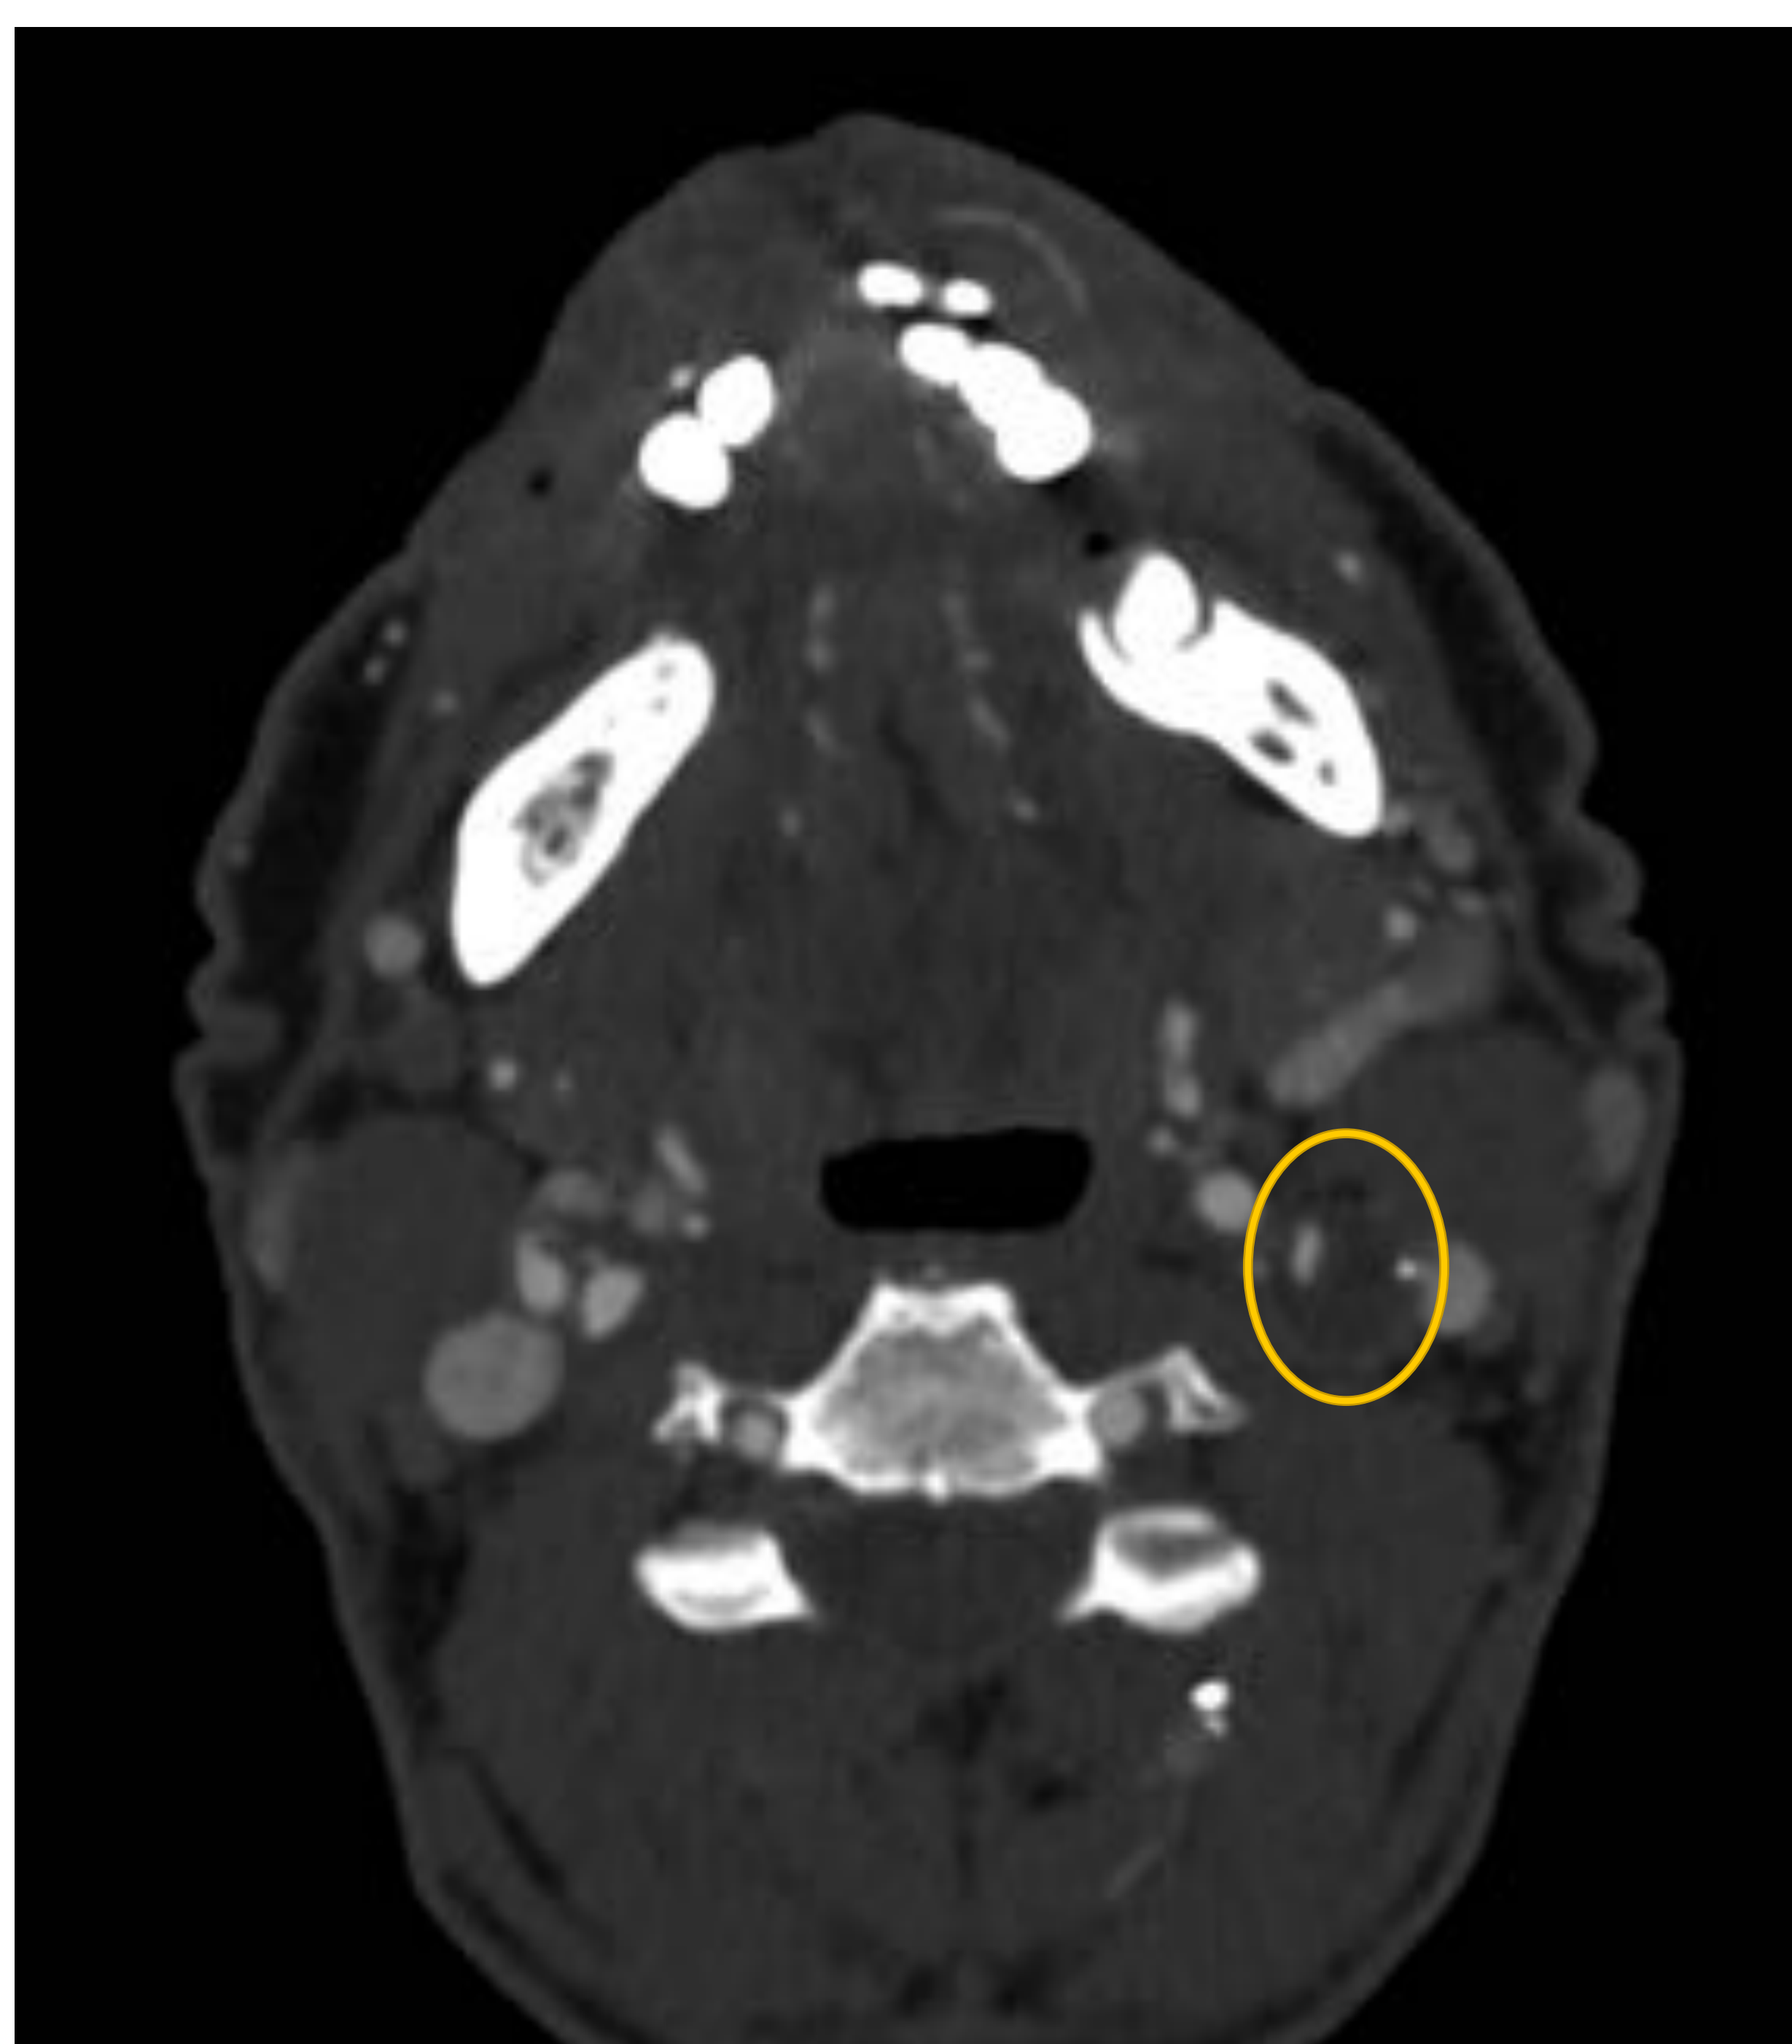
Angio-TC de troncos supraaórticos. Estenosis preoclusiva de arteria carótida interna izquierda en su origen, con permeabilidad distal.
